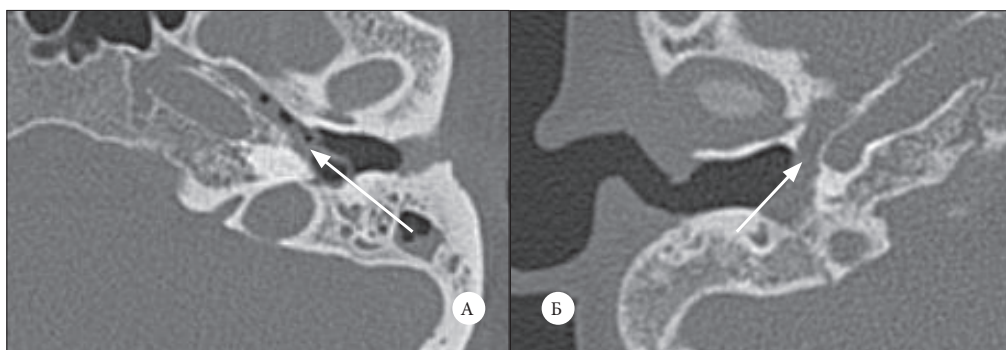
А – МСКТ левой слуховой трубы пациента М., 50 лет. Аксиальная проекция. Частичный блок костного устья слуховой трубы. Б – МСКТ правой слуховой трубы пациента П., 18 лет. Аксиальная проекция. Полный механический блок костного устья слуховой трубы
